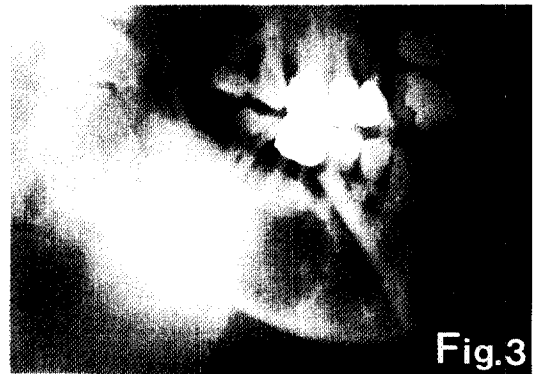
~5. Radiographic features of homogeneous unilocular radiolucency with well-demarcated hyperostotic border in right mandibular body, and buccolingually, inferiorly expansile thinning appearance of cortical bone in lesion, and intact lamina dura of right mandibular second premolar, first molar adjacent to lesion.
